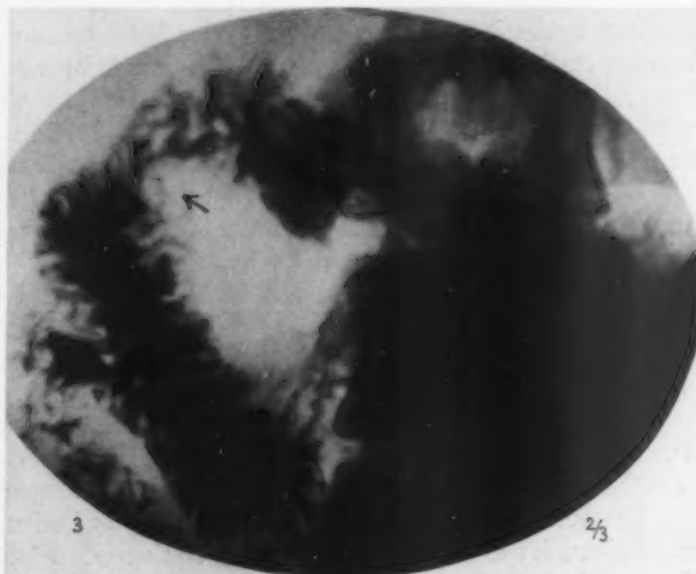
Röntgenaufnahme in Decubitus anterior. Normales Individuum von orthosthenischem Typus. Man beachte die innerhalb des Bulbus in Längsrichtung verlaufenden und die in dem absteigenden Abschnitte (Kerkringsches System) quer- und schräggerichteten Schleimhautfalten. Die Papilla maior beschreibt dort, wo sich ihr gegenüber eine kaum merkliche, durch die Gallenblase (Pfeil) hervorgerufene Depression befindet, eine sehr gut erkennbare, halb-kreisförmige Einstülpung.
